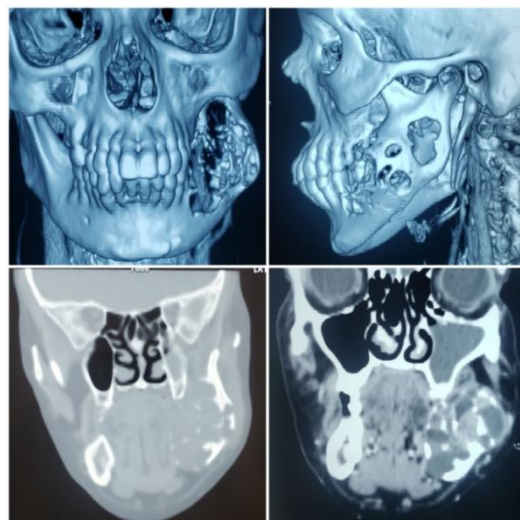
aspect TDM révélant une grande lésion expansive ostéolytique multiloculaire, (a) reconstruction 3D, (b) coupes coronales tomодensitométriques
